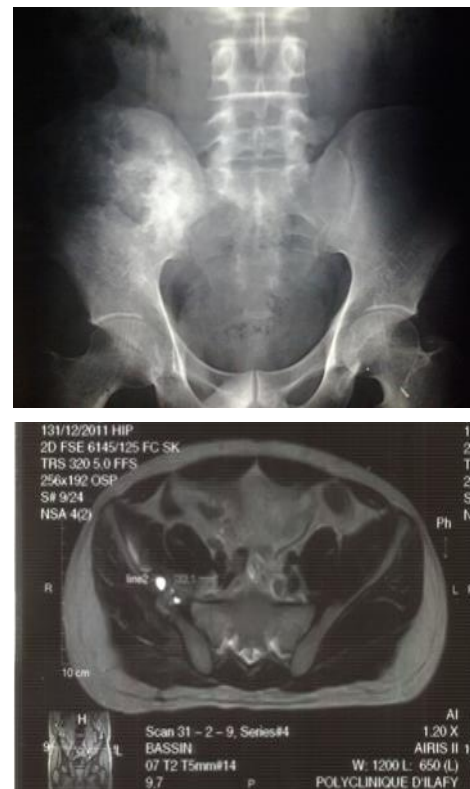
Radiographie et IRM pré-opératoires du bassin: tumeur ostéolytique mal limitée de l'aile iliaque droite
